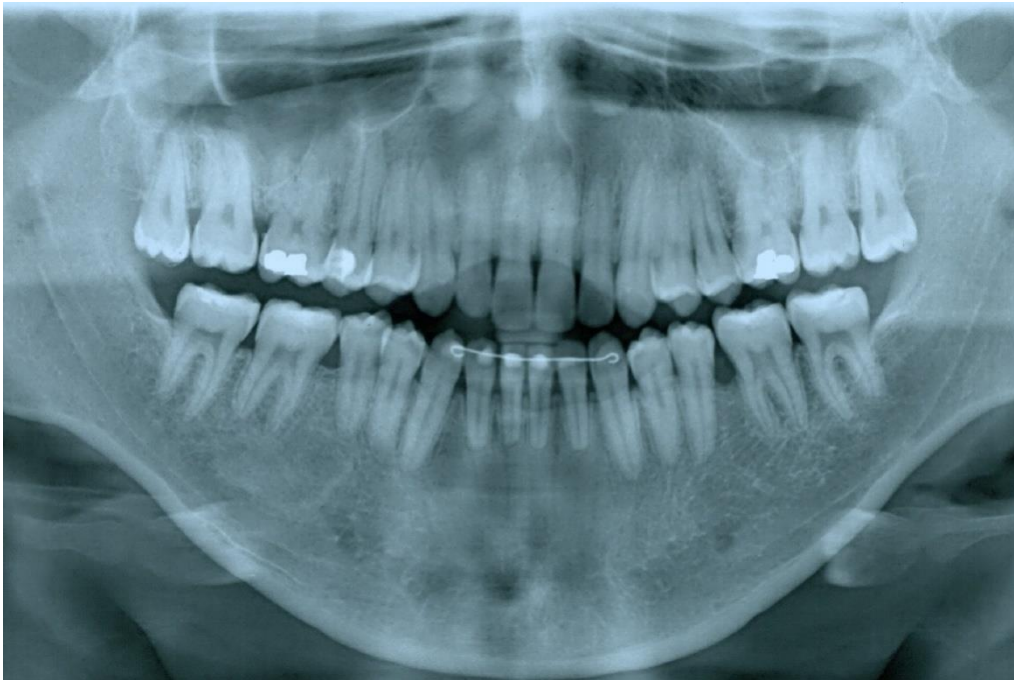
Radiografia panorâmica final
